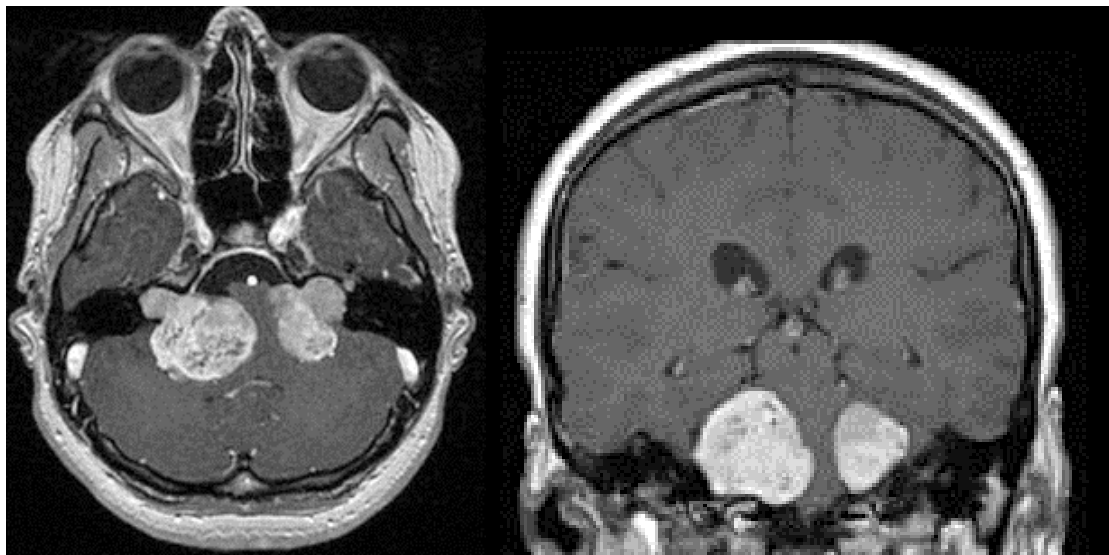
CASO 5: Neurofibromatose de tipo 2 e SV bilaterais (casos 11 e 15 da tabela 16); RM CE, T2, gadolínio EV.
